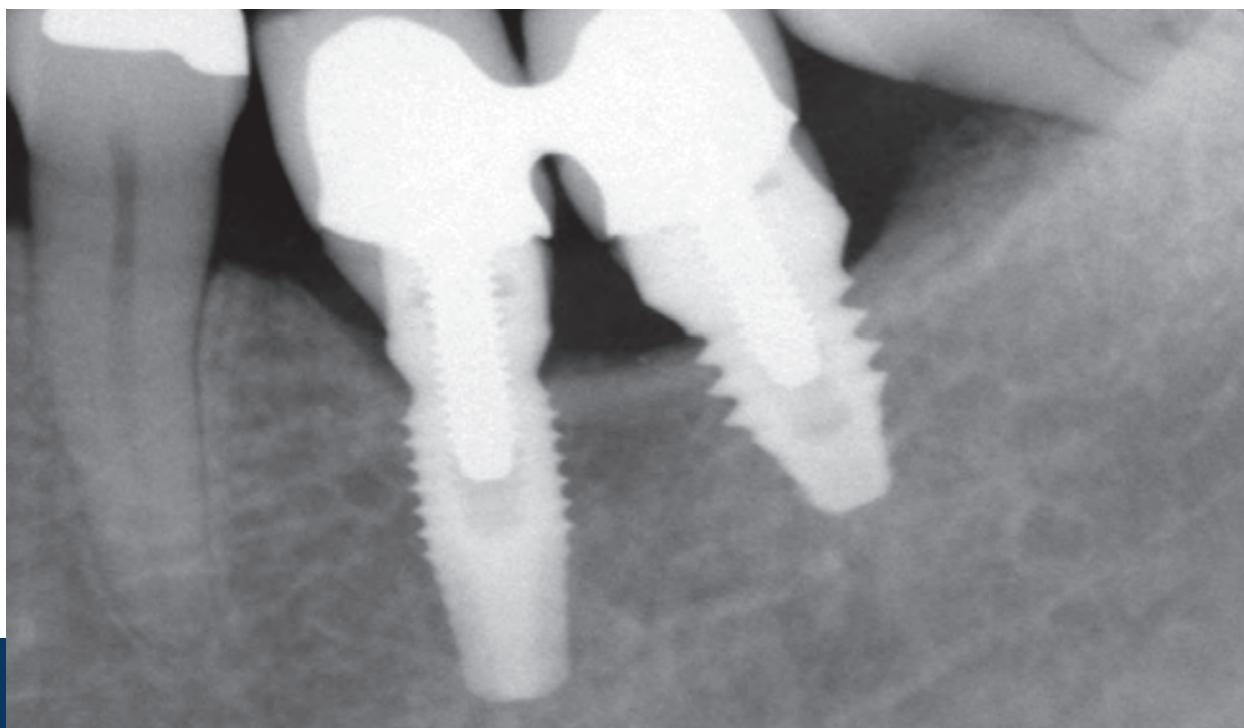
Radiografía periapical en el momento de la colocación de la prótesis.
